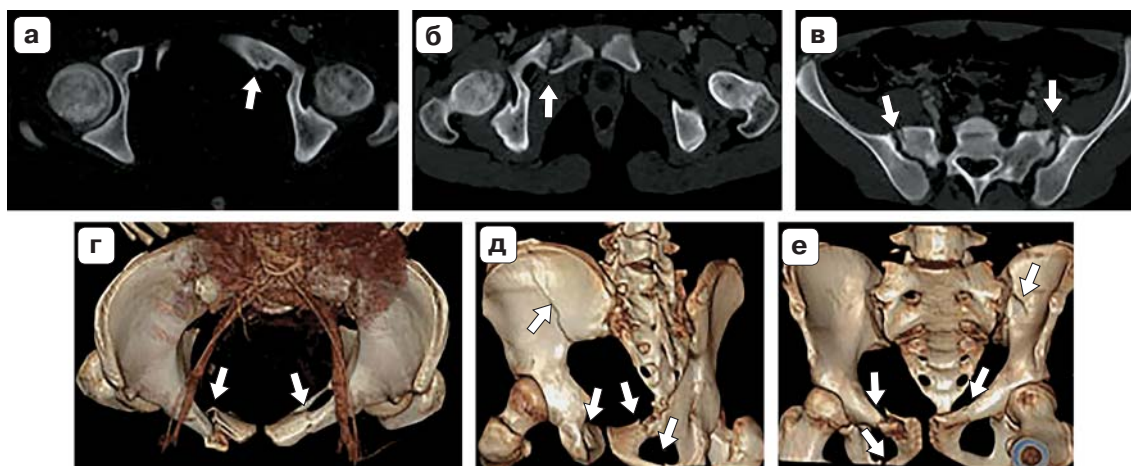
Катаклизм. КТ таза. а, б – аксиальная проекция; в – реконструированная корональная проекция; г – 3D-изображение. Множественные переломы костей таза с нестабильностью тазового кольца: переломы боковых масс крестца с двух сторон, разрывы обоих крестцово-подвздошных сочленений, перелом крыла левой подвздошной кости, переломы верхних ветвей обеих лонных костей, справа со смещением, перелом ветви правой седалищной кости со смещением.
